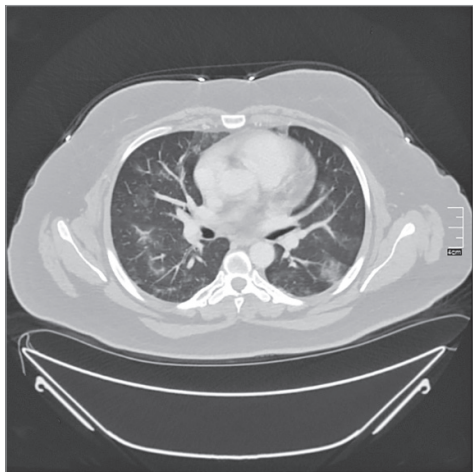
Аксіальний зріз КТ хворої Т. (від 03.12.2020)
